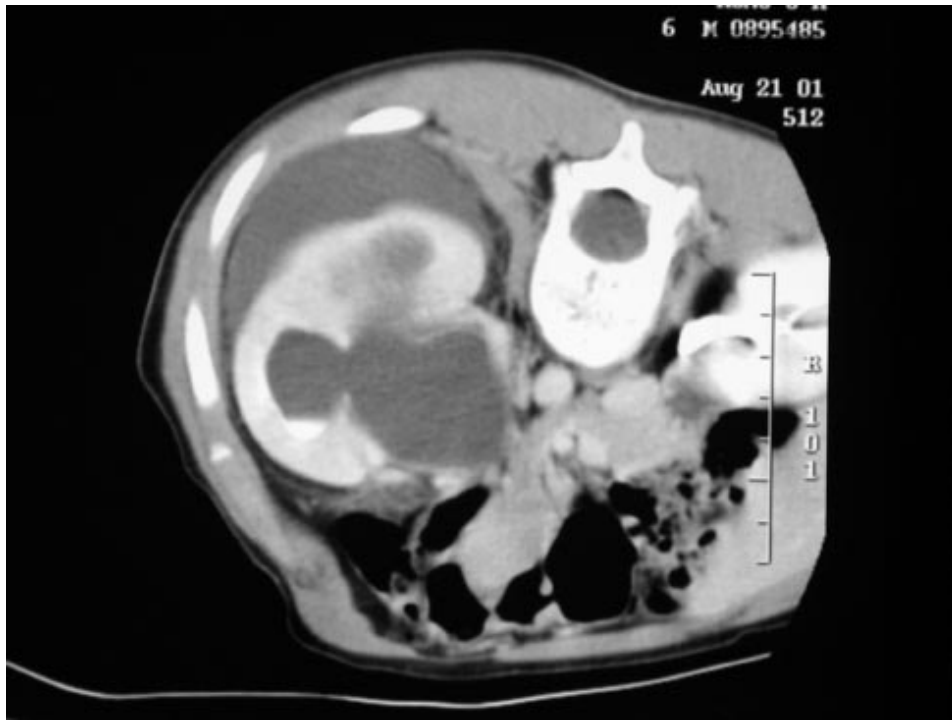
CT of ruptured kidney. The patient had intense pain that woke him from sleep in the morning. CT showed rupture of the right kidney with perinephric fluid collection. Bloody urine was drained via a percutaneous nephrostomy.(61)
